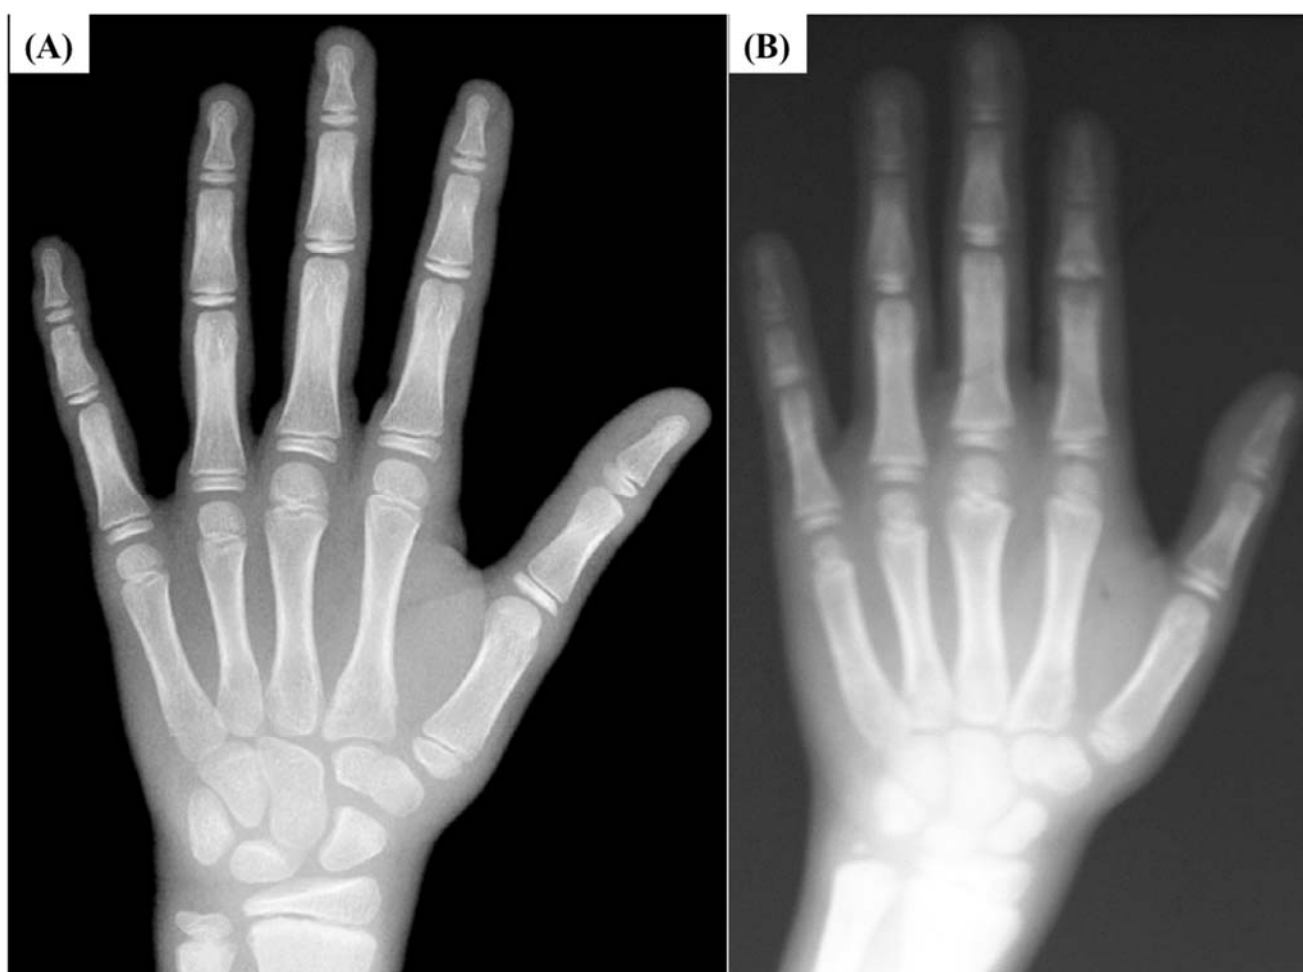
Comparativo de radiografia de mão do probando (B) com radiografia para 12 anos e sexo masculino (A), evidenciando atraso na idade óssea (Atlas de Greulich & Pyle²).
